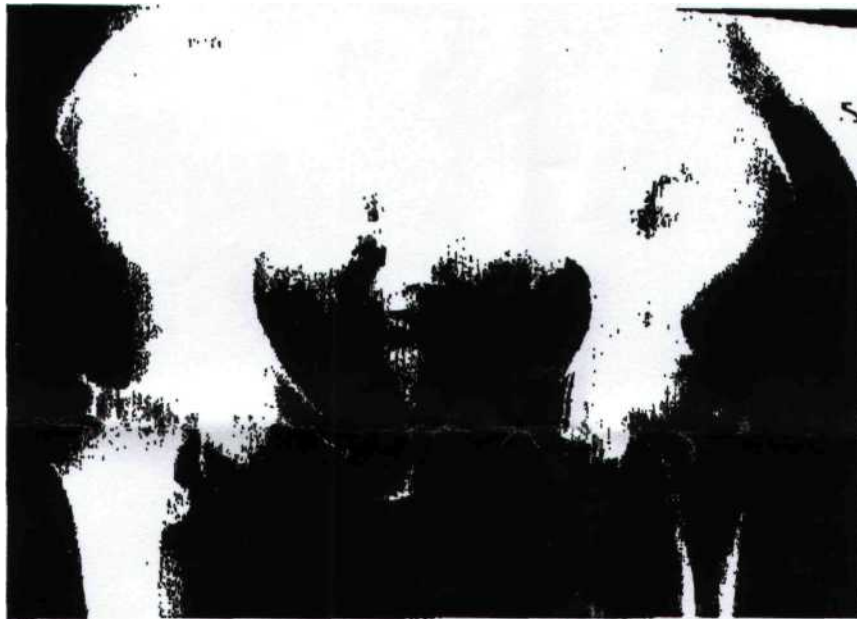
Caso N. 1 - Esame radiografico pre-operatorio.
